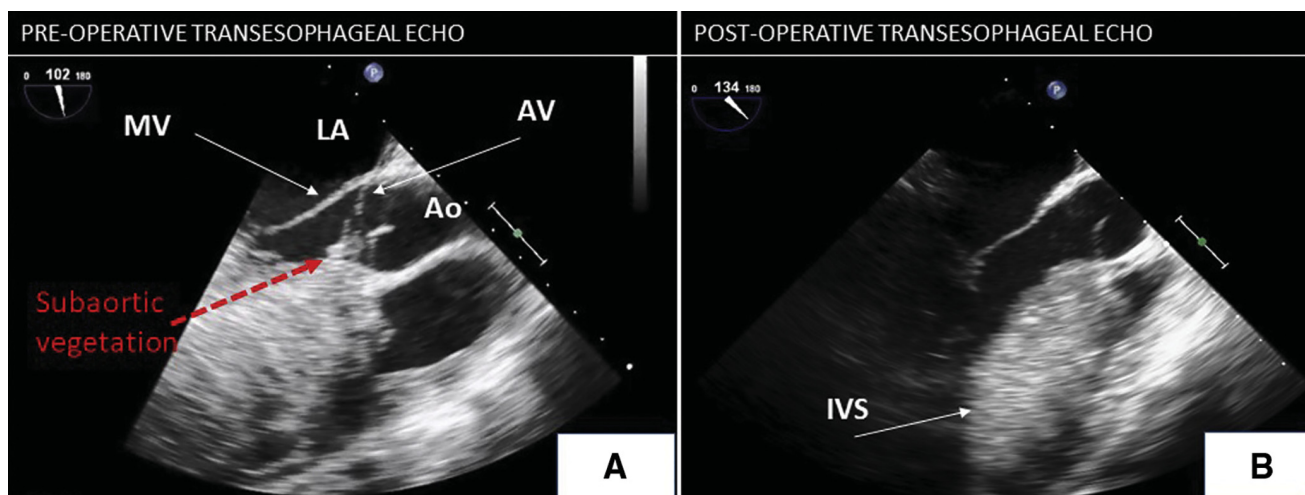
Изображение вегетации при инфекционном эндокардите у больной гипертрофической кардиомиопатией при проведении трансэзофагеальной эхокардиографии.
